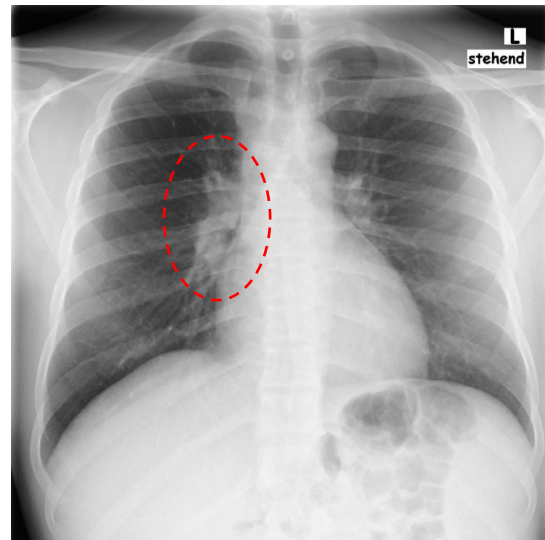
Röntgen Thorax in p.a. Strahlengang vom 25.05.2018, 29-jähriger Patient: Weiterhin etwas prominenter rechter Hilus
